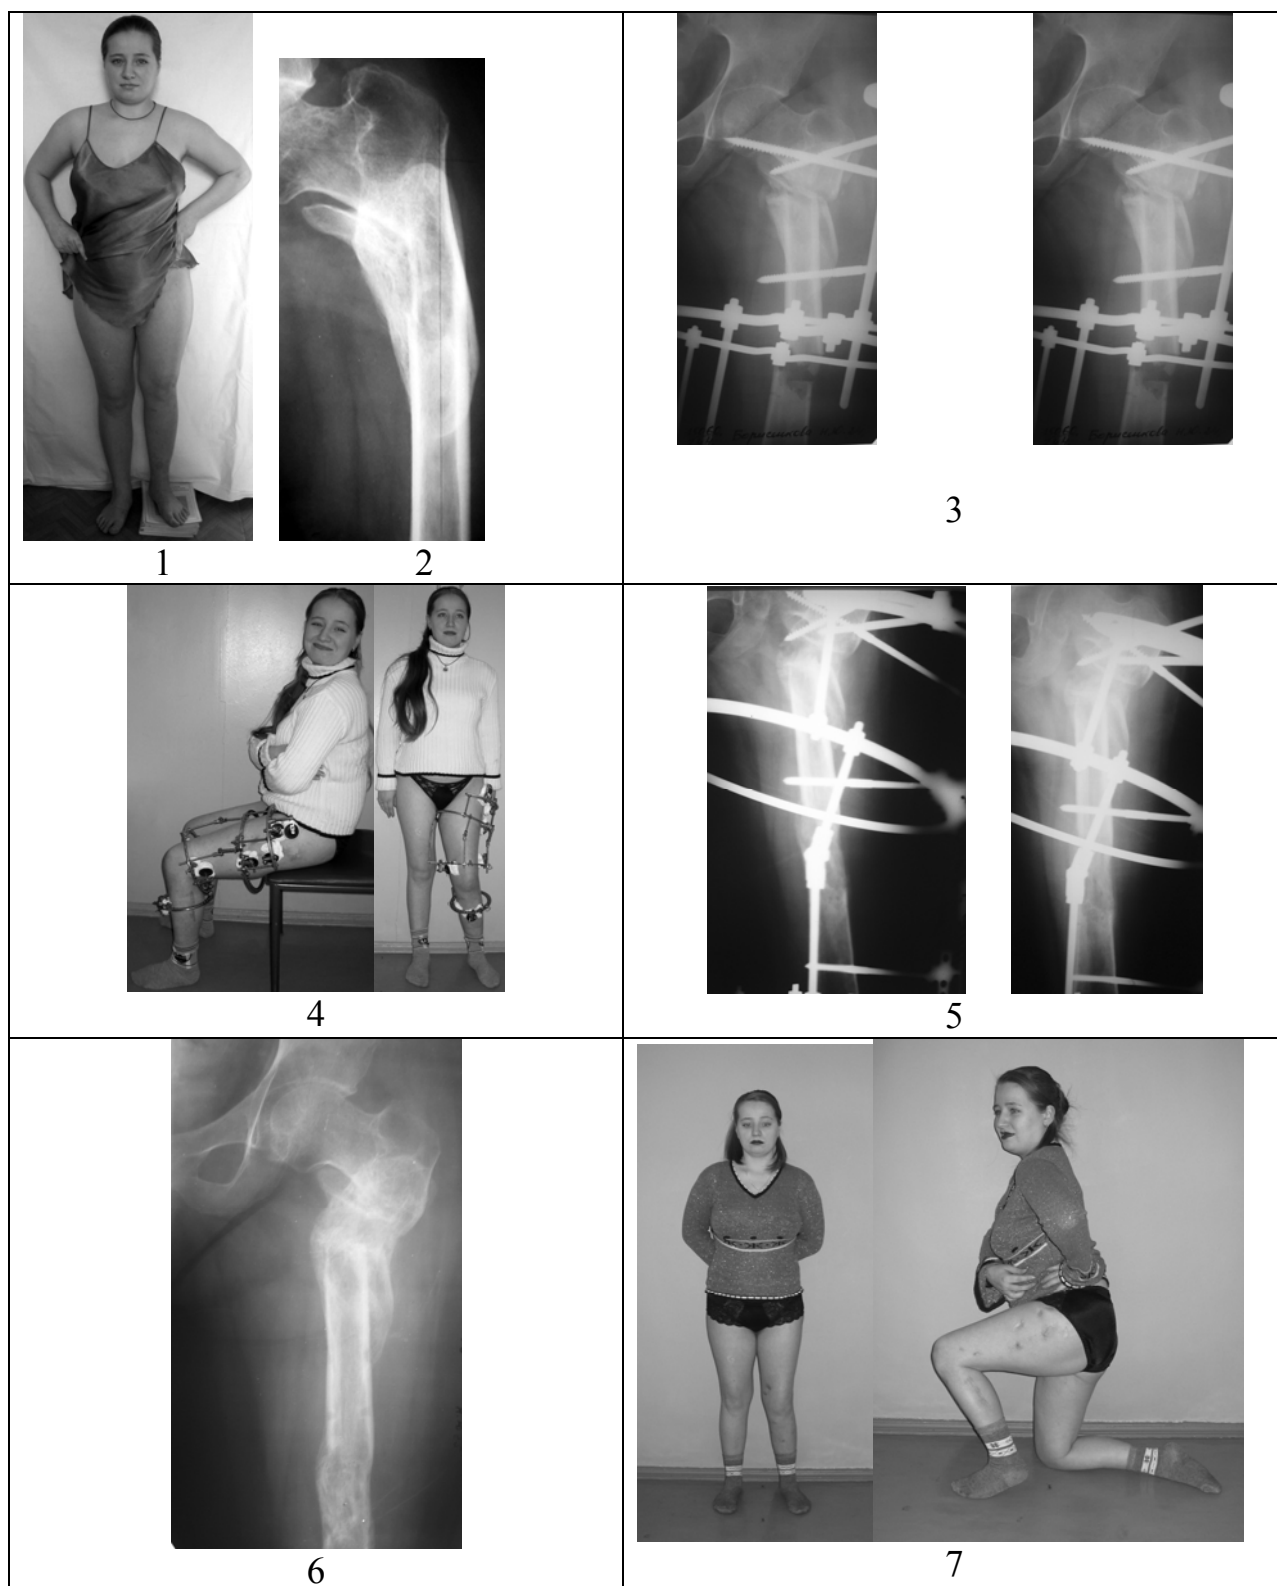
Фотографии и фоторентгенограммы п-ки Б-ой в процессе и после лечения
